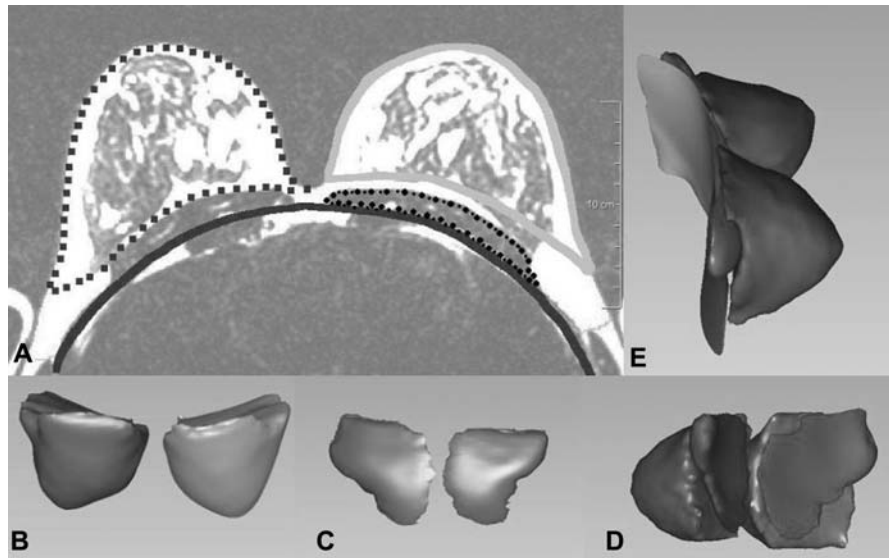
MRT-basierte 3-D-Segmentierung der Brustregion.
